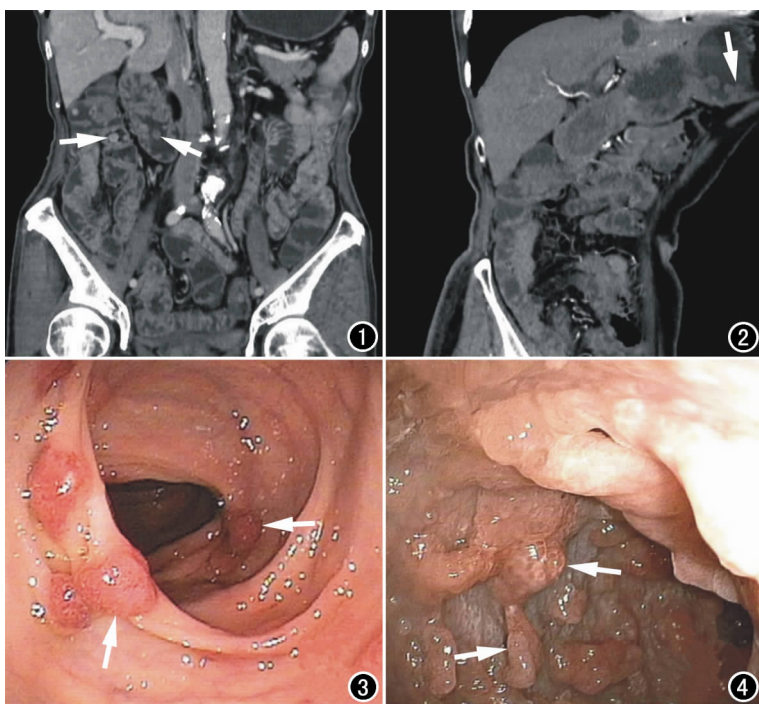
腹部增强CT冠状面示胃腔内多发息肉样改变(箭)。图2 腹部增强CT矢状面示十二指肠-小肠-结肠-直肠多发息肉样病变(箭)。
